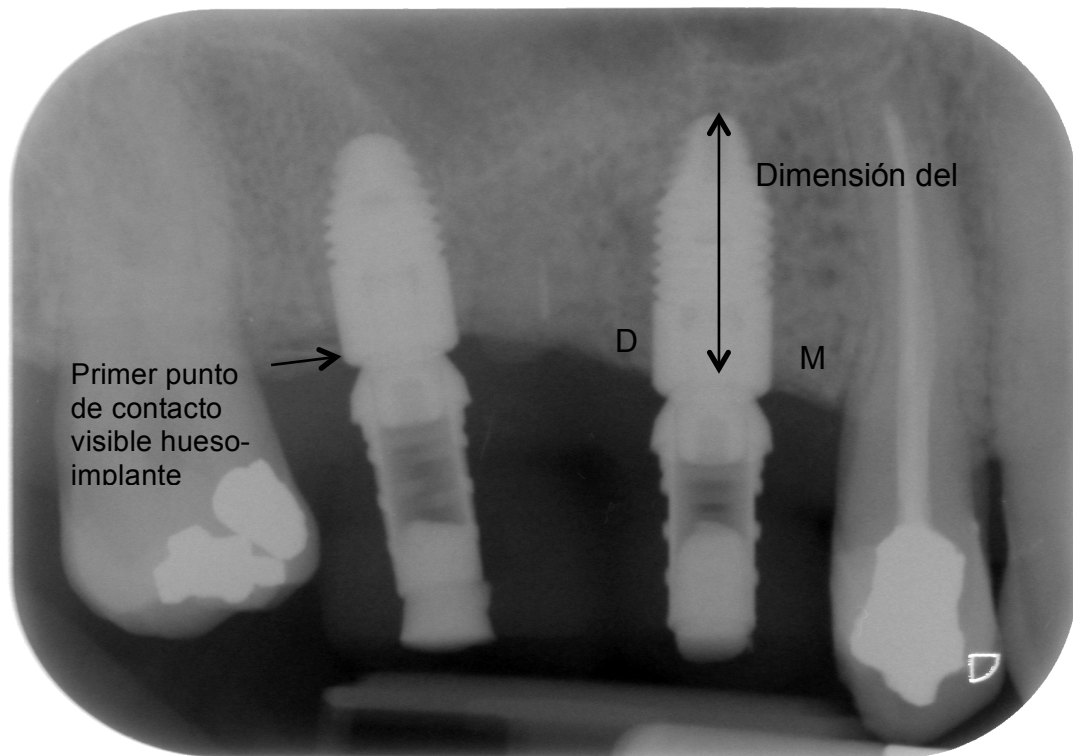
Mediciones en radiografías
